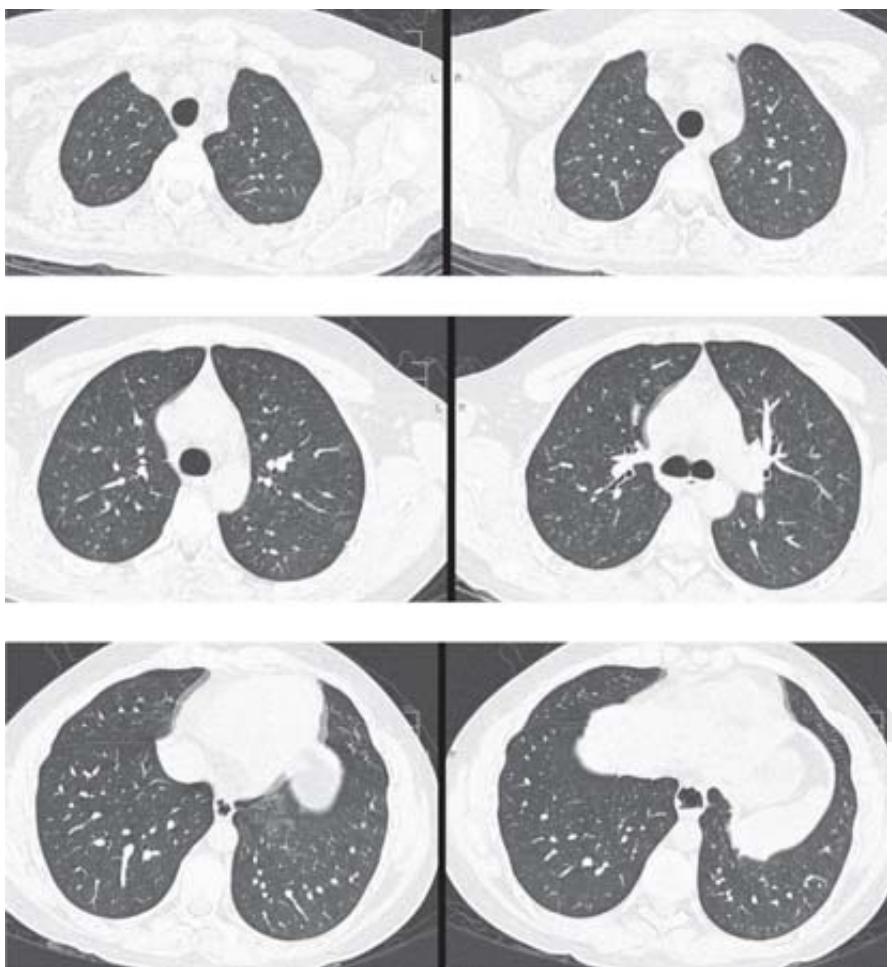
Tomografía de alta resolución en la cual se observan algunas bronquiectasias centrales y esófago dilatado, resto dentro de lo normal.
